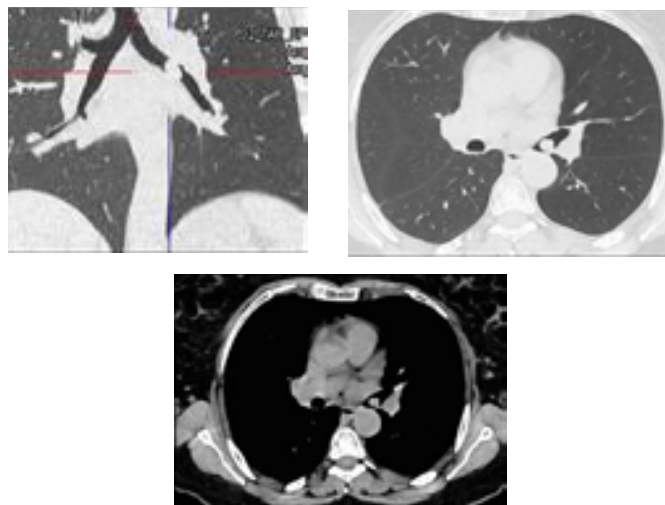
4-5 : TDM Thoracique : Nodule ovalaire de densité tissulaire modérément rehaussée après injection de PDC de 8\*11mm intéressant la BSG en amont de sa bifurcation sans caractère péjoratif locorégional
